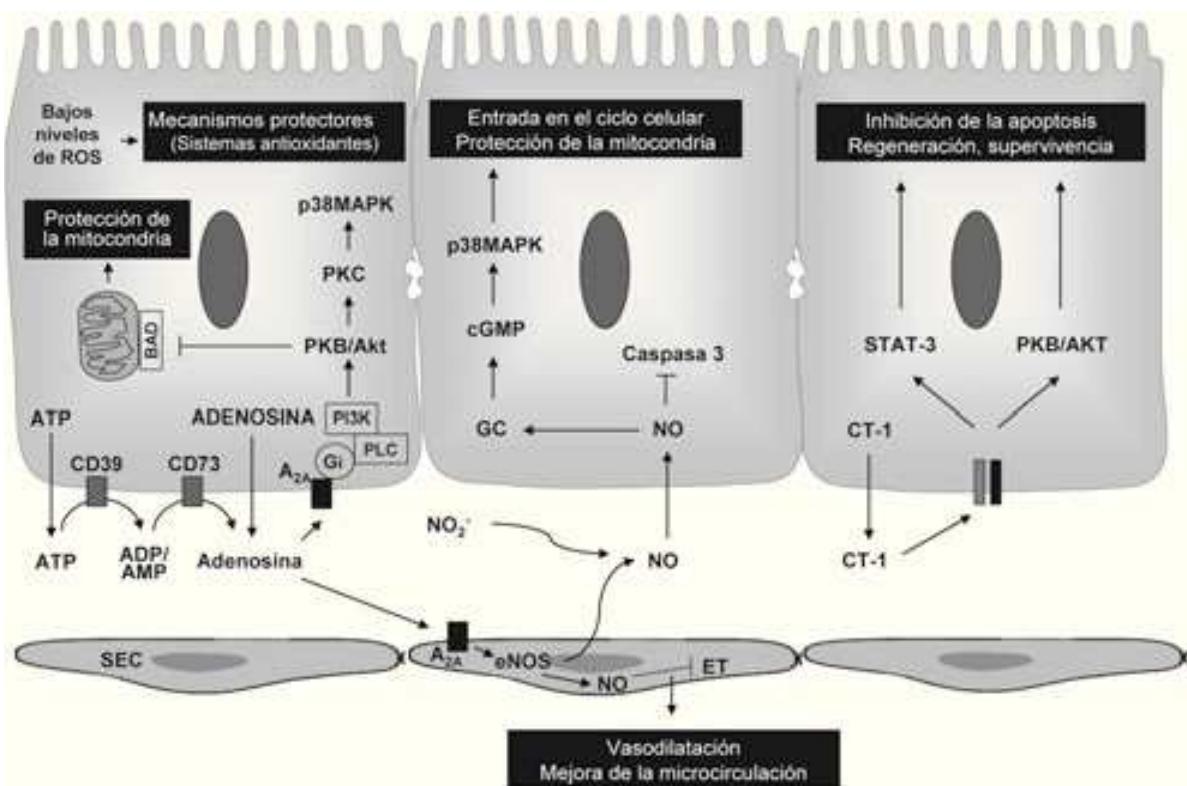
Mecanismos protectores que participan en el precondicionamiento isquémico. La adenosina liberada tras el daño o producida por la actividad de nucleotidasas transmembrana (CD39/CD73) activa a través de los receptores A_{2A} señales de supervivencia para los hepatocitos. En las células endoteliales sinusoidales (SEC), la adenosina induce la producción de óxido nítrico (NO) mediante la activación de la óxido nítrico sintasa (eNOS). Este NO, junto con el producido tras la reducción de los nitritos, inhibe la apoptosis e induce señales de supervivencia en los hepatocitos. Estos efectos son también activados tempranamente en las células parenquimales por la acción de citocinas como la cardiotrofina-1 (CT-1).
